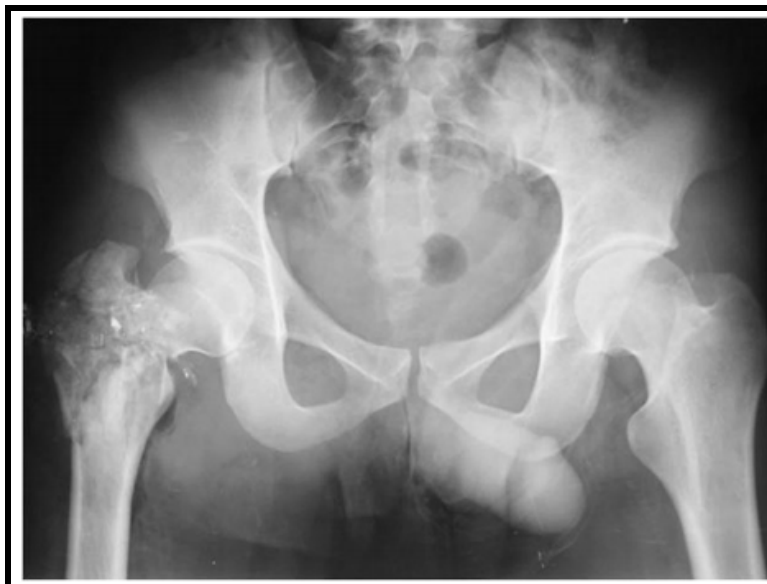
Radiographie du bassin de face. Fracture pertrochantérienne droite secondaire à une plaie par balle. (69)
